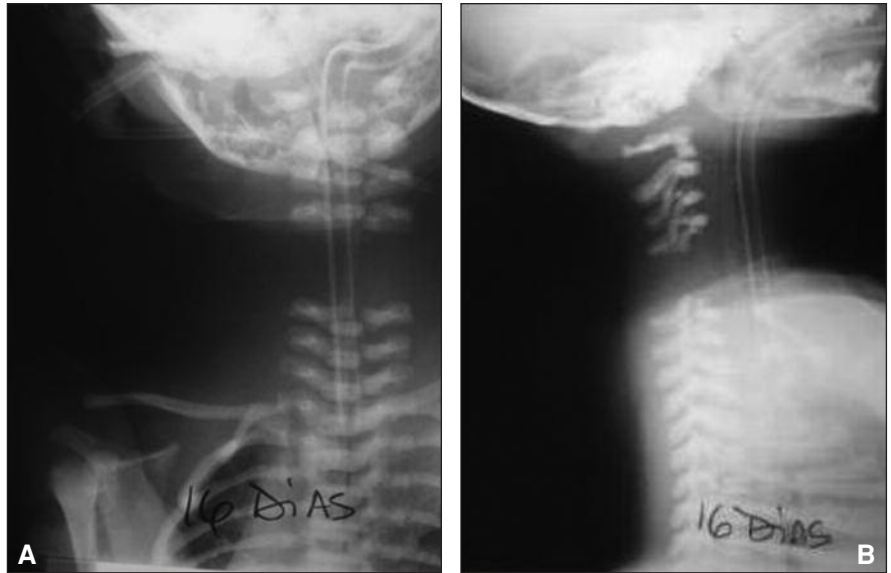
A y B. Radiografías de frente y perfil donde se visualiza diastasis de C4-C5 a los 16 días del nacimiento.
